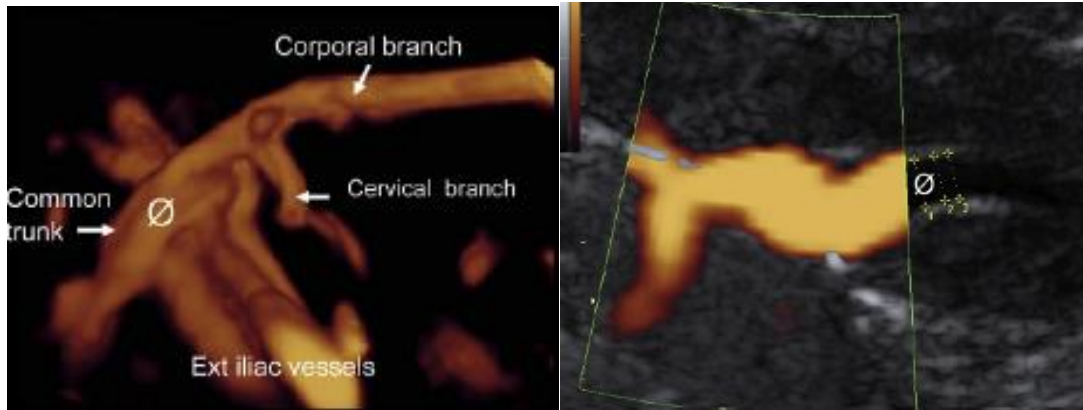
Tecnica di misurazione della portata uterina mediante 3D-angio-Doppler. Tratto da: Rigano S. Placenta, 2010;31:37-43.
